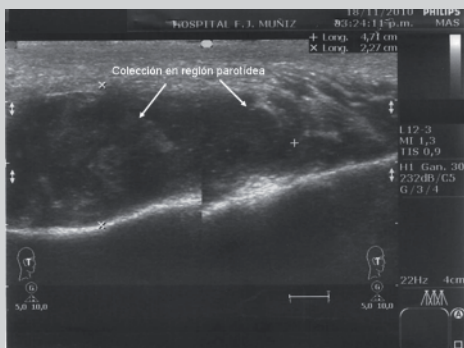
Ecografía de región parotídea mostrando imagen de colección líquida con ecos en su interior compatible con absceso
